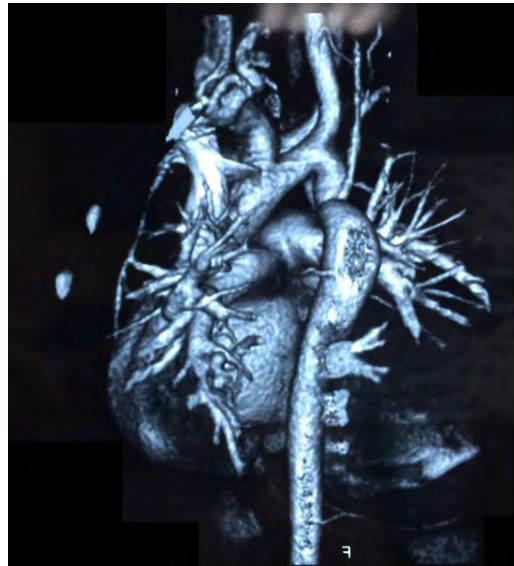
Данные КТ-ангиографии сердца и сосудов у пациента Т
